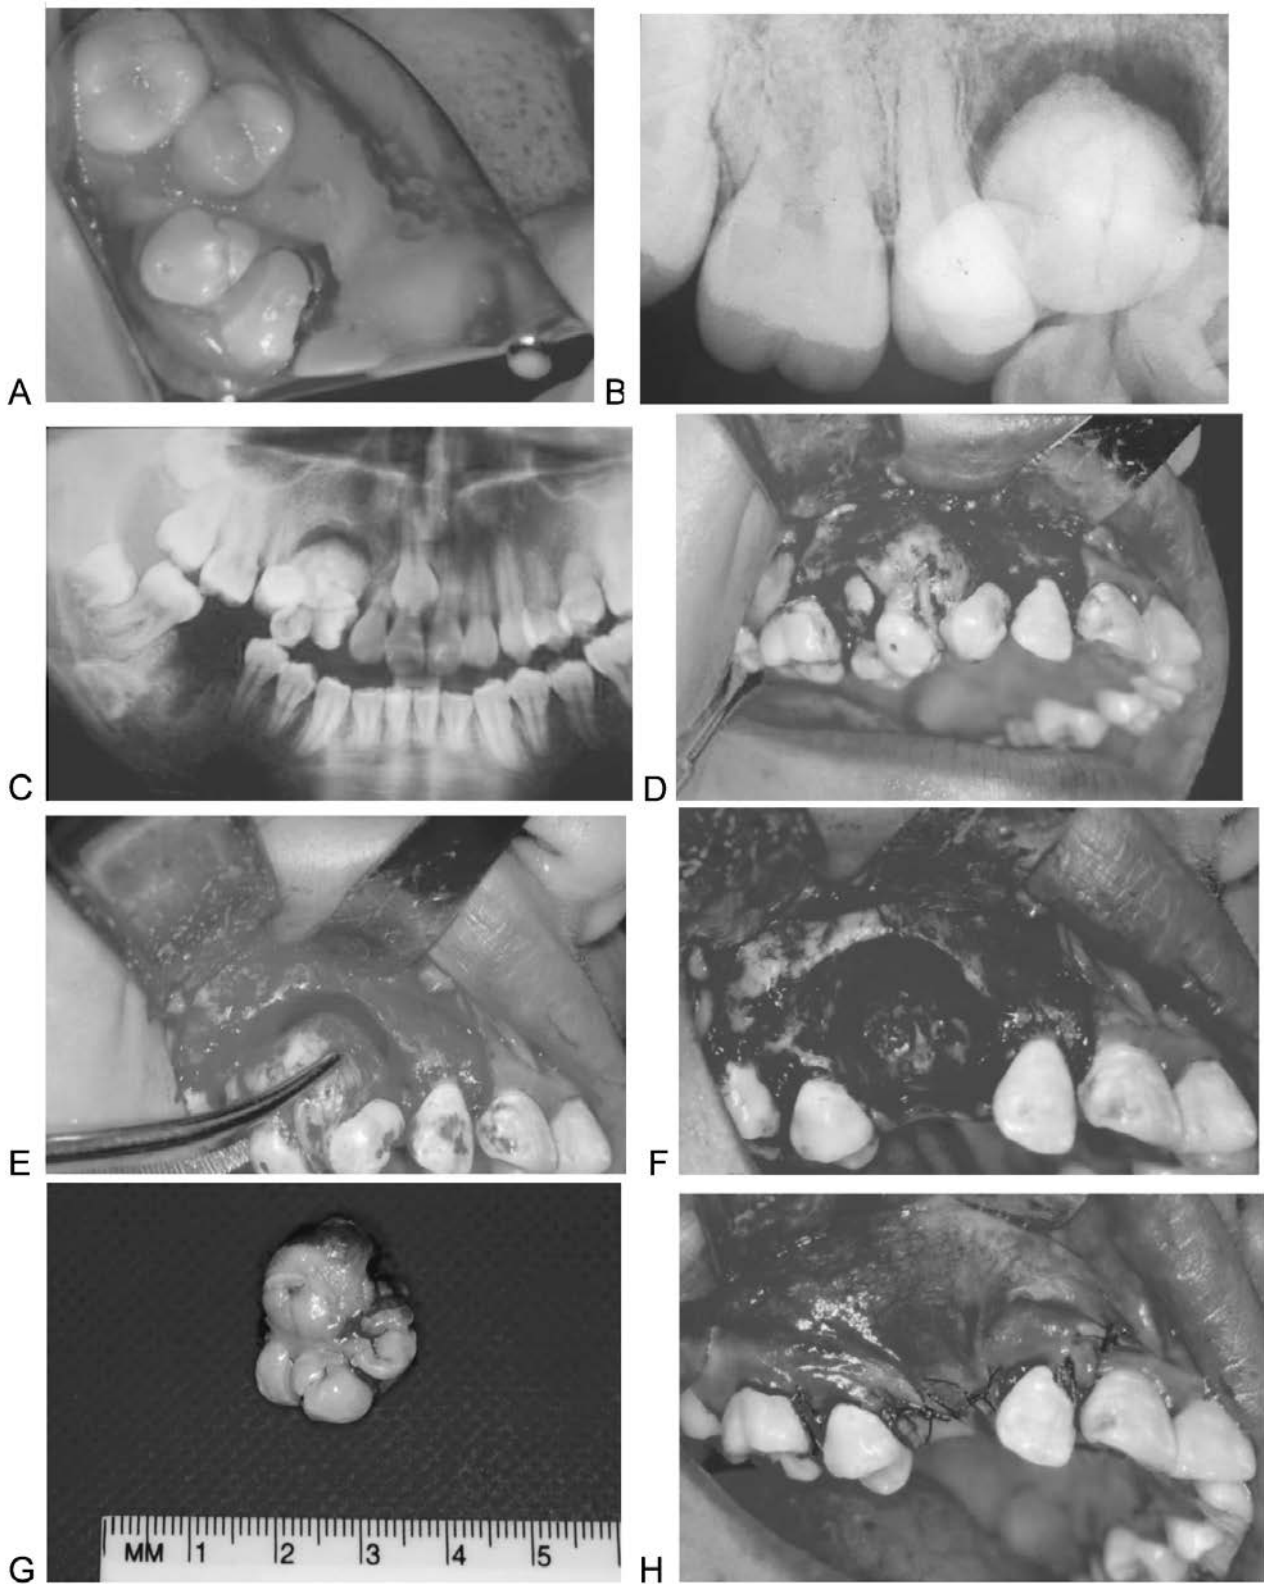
Paciente adolescente que presenta aumento de volumen en zona de canino y premolares con malposición dentaria (A), en radiografía periapical se observa lo que parece ser una combinación de un odontoma complejo y uno compuesto (B), en la radiografía panorámica se observa lesión bien delimitada y canino ectópico (C), se diseña colgajo contorneante con liberatriz mesial para exponer la lesión (D), se retira la lesión (E), nótese el defecto tan importante, pero con límites bien definidos (F). La muestra incluye una parte de odontoma complejo y otra de odontoma compuesto fusionados (G). Se consigue cierre primario mediante puntos aislados (H).
